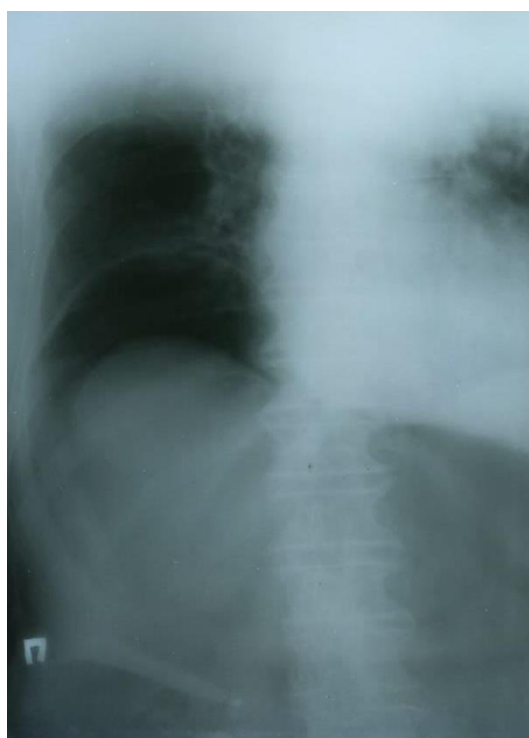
Рентгенограмма пациента Г. в положении полусидя. Свободный газ под правым куполом диафрагмы
